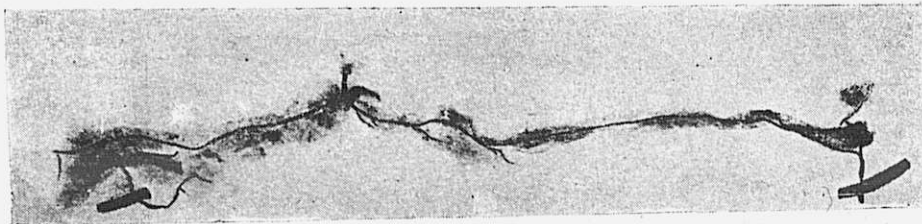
Рентгеновский снимок налитых артерий подвздошных лимфатических узлов. Видны две длинные анастомотические дуги
